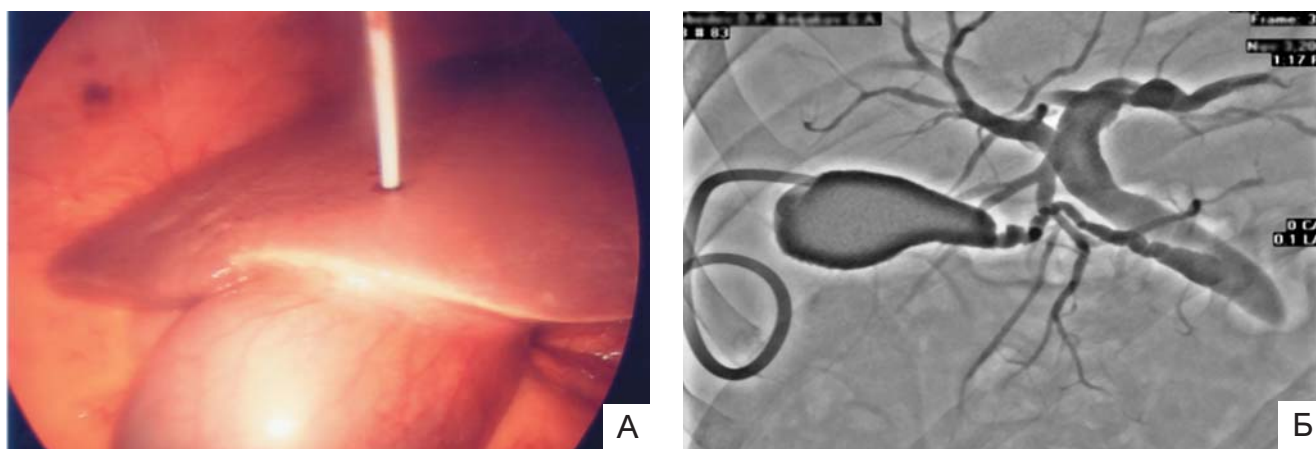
А – Фотография лапароскопического наружного дренирования желчного пузыря; Б – Рентгенограмма наружного дренирования желчного пузыря при опухоли головки поджелудочной железы.
